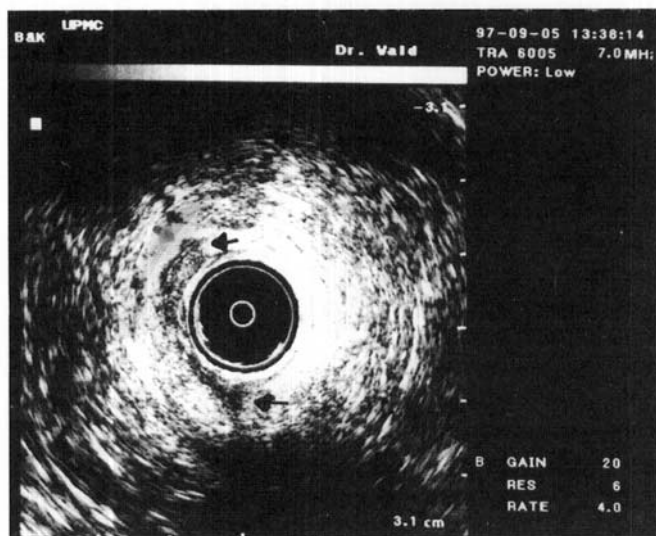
Endo-sonografia anal mostrando lesão de músculo esfíncter externo (entre as setas na área hipocócica).
